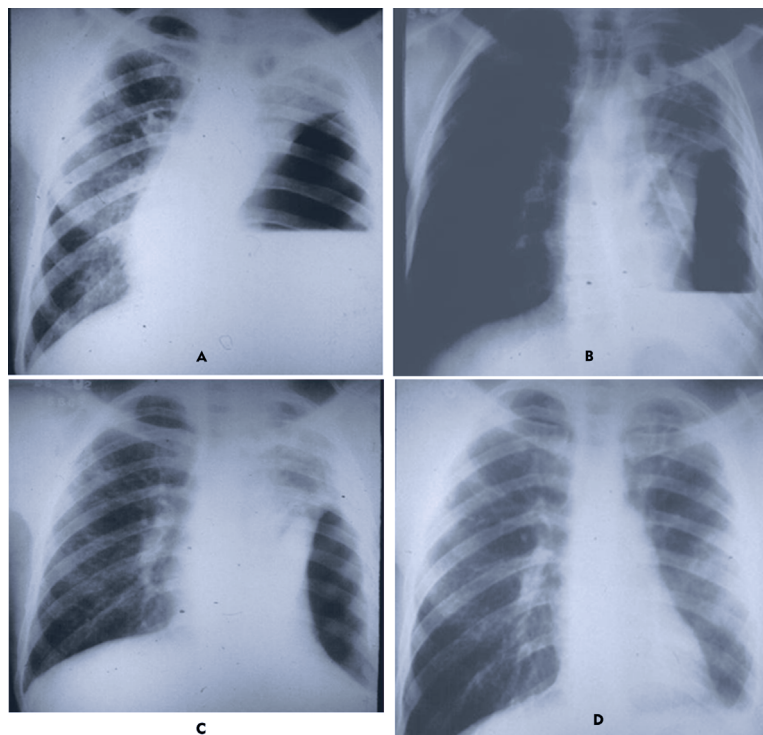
Homem, 40 anos, com tosse, expectoração e febre, há três meses. A) Imagem com nível no hemitórax esquerdo. Foi submetido a drenagem intercostal fechada e biópsia de pleura, com a saída de 800 ml de pus B) Radiografia de controle, mostra expansão parcial do pulmão esquerdo, grande cavidade pleural com fistula pleuropulmonar. Realizada pleurostomia após 20 dias de drenagem intercostal fechada. C) Radiografia no quarto mês de tratamento para tuberculose, ainda mantém cavidade pleural residual. D) Expansão total com oclusão da cavidade pleural, no sexto mês de tratamento.
